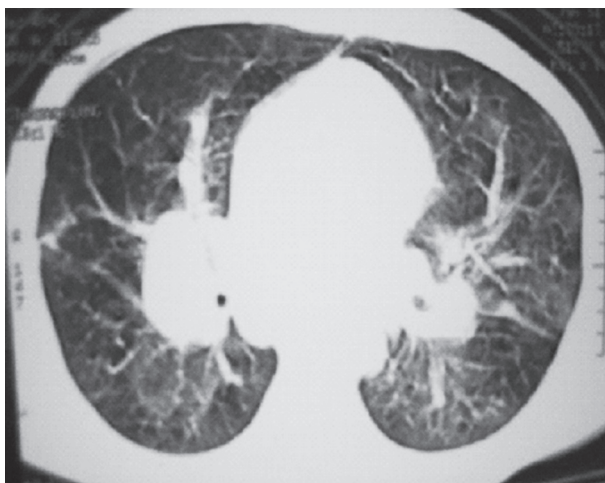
Tomografia computadorizada de tórax: massas linfonodais mediastinais.
